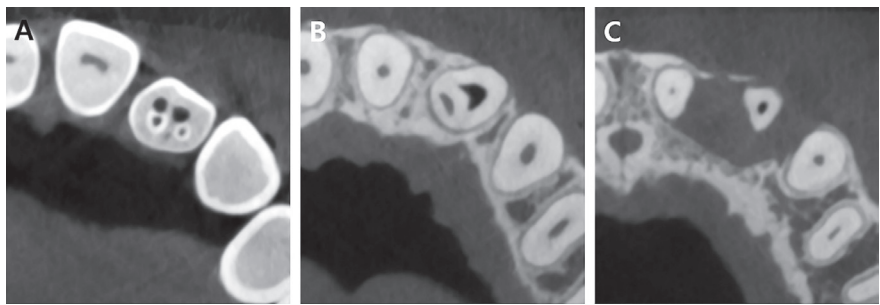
Cone-beam Computed Tomography (CBCT) images (Case A). (A) Coronal, (B) Middle, (C) Apical.
